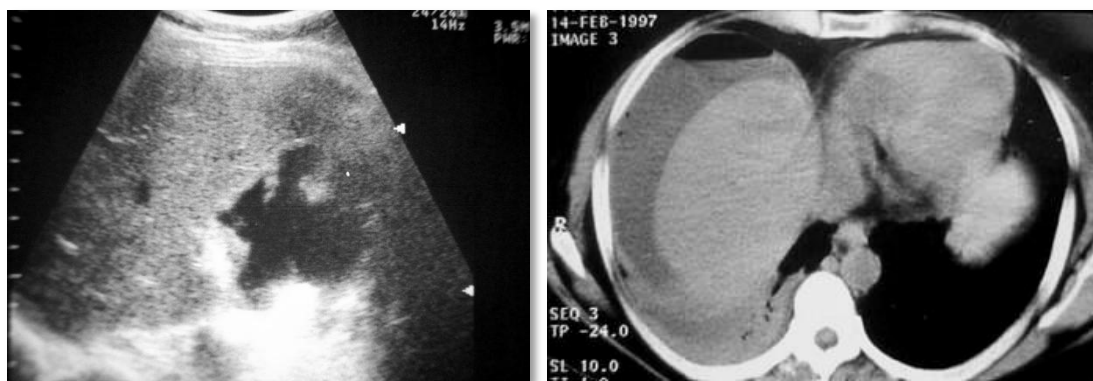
Ecografía demostrando una colección subhepática anecoica heterogénea. Tomografía computada que evidencia colección subfrénica derecha con nivel hidroaéreo
